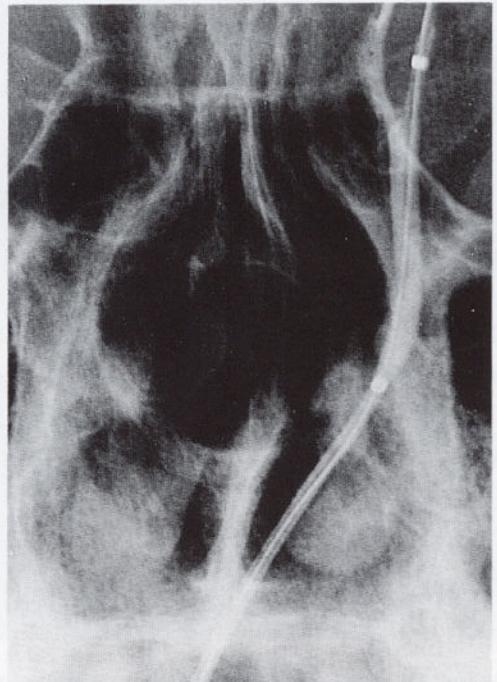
Plain radiograph obtained during balloon dilatation of the left lacrimal canaliculus
